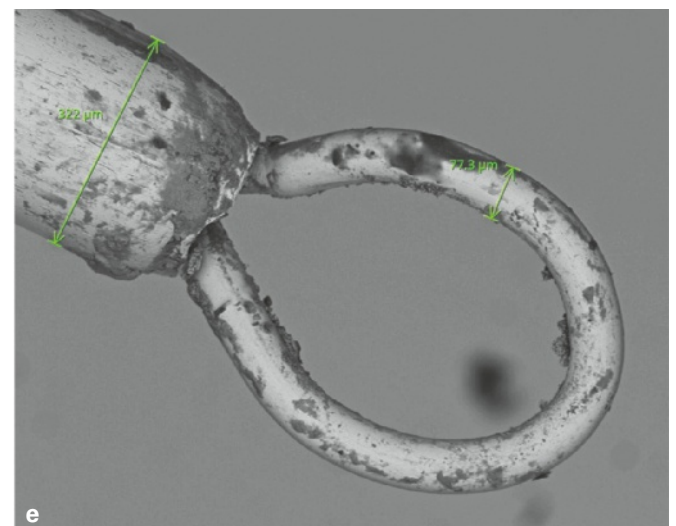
bis e Am Zahn 36 erfolgte ein erster Versuch einer Revision aufgrund einer fortbestehenden symptomatischen apikalen Parodontitis: Auf der Röntgenausgangsaufnahme besteht der Verdacht auf zwei Fragmente in der mesialen Wurzel, die mit einer Loop-Technik entfernt werden sollten (a). Unter Sicht mit dem Dentalmikroskop konnten die Fragmente dargestellt, zur Entfernung vorbereitend mit Ultraschall freigelegt (b) und mit einem Loop-System vollständig entfernt werden (c). Auf der Abschlussaufnahme ist ein erhöhter Zahnhartsubstanzabtrag im mesiolingualen Wurzelkanal als Folge der Verkeilung von zwei Fragmenten und deren Lockerung erkennbar (d). REM-Aufnahme in 290-facher Vergrößerung der in einer 0,3 mm Kanüle geführten Schlaufe mit 0,1 mm dünnem Draht zur Fixierung des Fragmentes (e).
